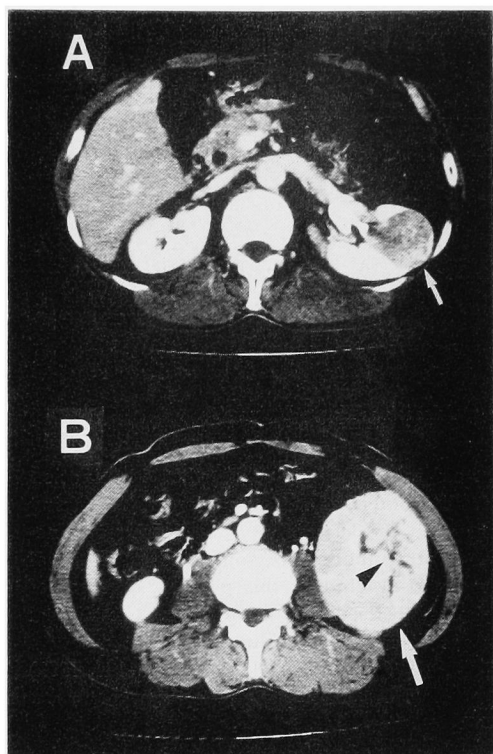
An enhanced CT scan shows two masses in the left kidney (arrows): one in the lateral portion (A) and the other in the lower pole (B). A central stellate area of low density is seen in the lower mass (arrow head).
